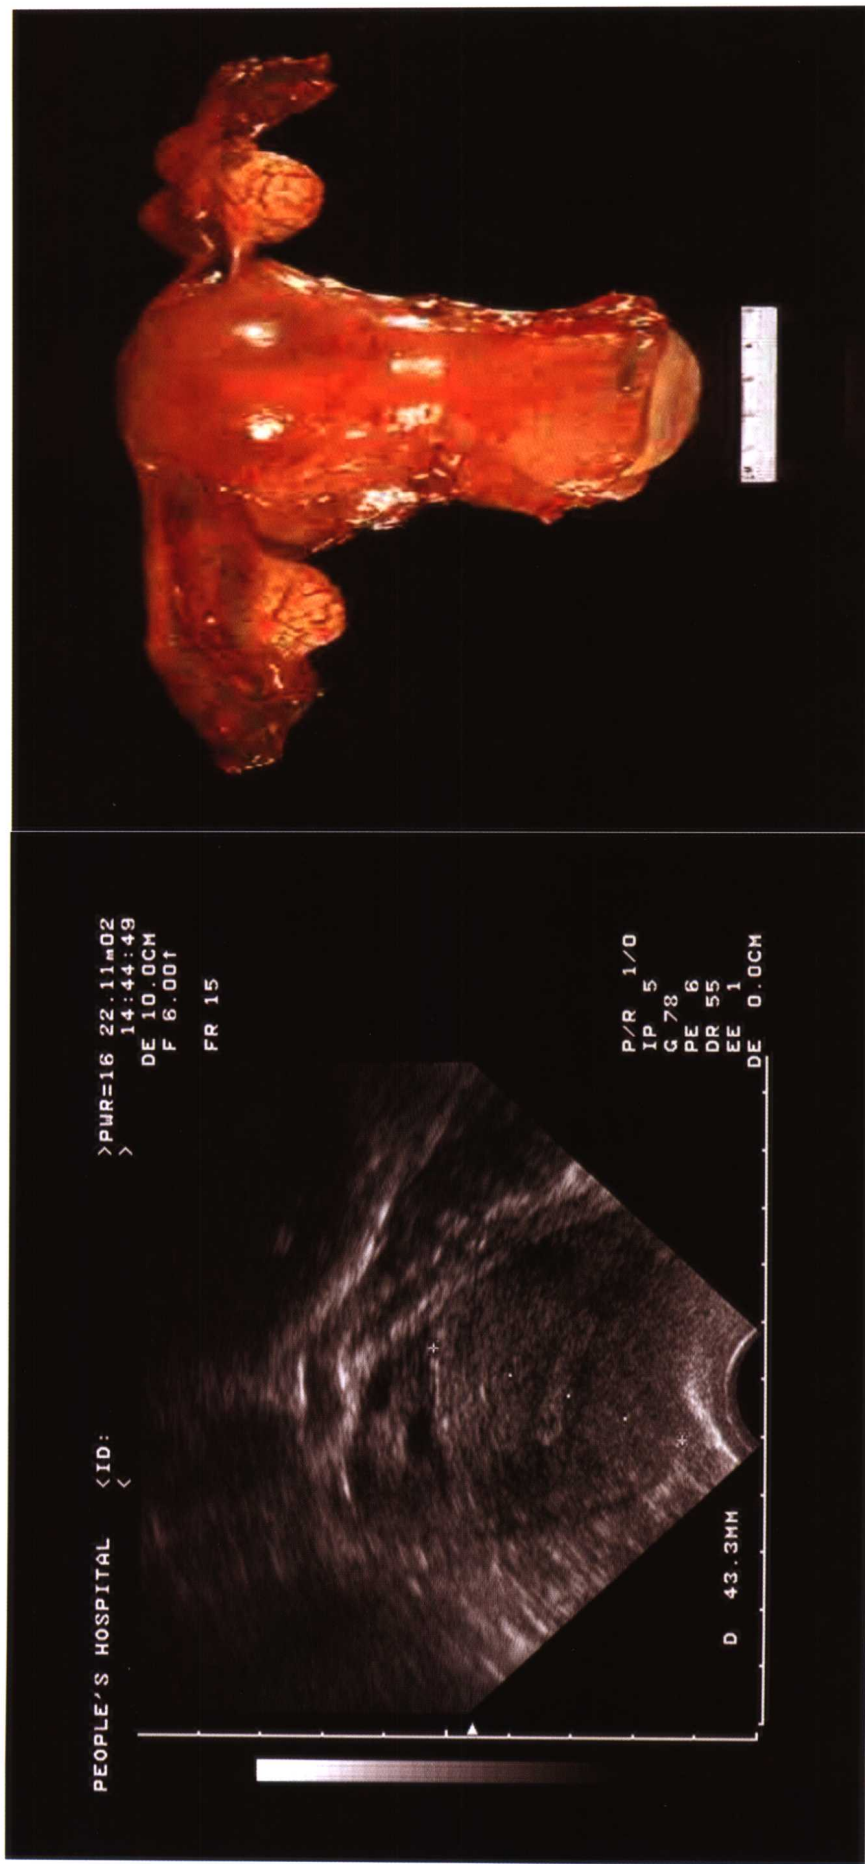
阴道超声纵切：前位子宫正常大小，宫壁回声均匀，前后壁对称，内膜居中，卵巢正常大小。右图为正常子宫卵巢标本
